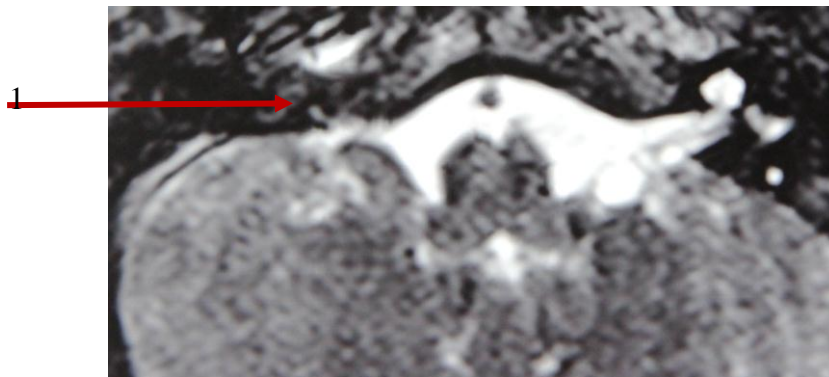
Hình ảnh MRI ốc tai bình thường
